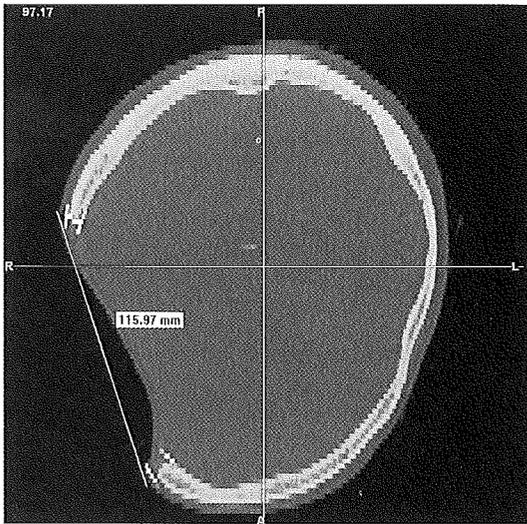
a: Craniale-Computertomographie des Schädels mit ausgedehntem temporalen Defekt rechts; b: aus CT-Bildern rekonstruiertes Bild mit erkennbarer Deformation im Bereich des Weichgewebes, rechts temporal; c: aus CT-Bildern rekonstruiertes Bild des erkennbaren knöchernen Defekts; d: solides FDM-Modell mit deutlicher Wiedergabe der pathologischen Situation
